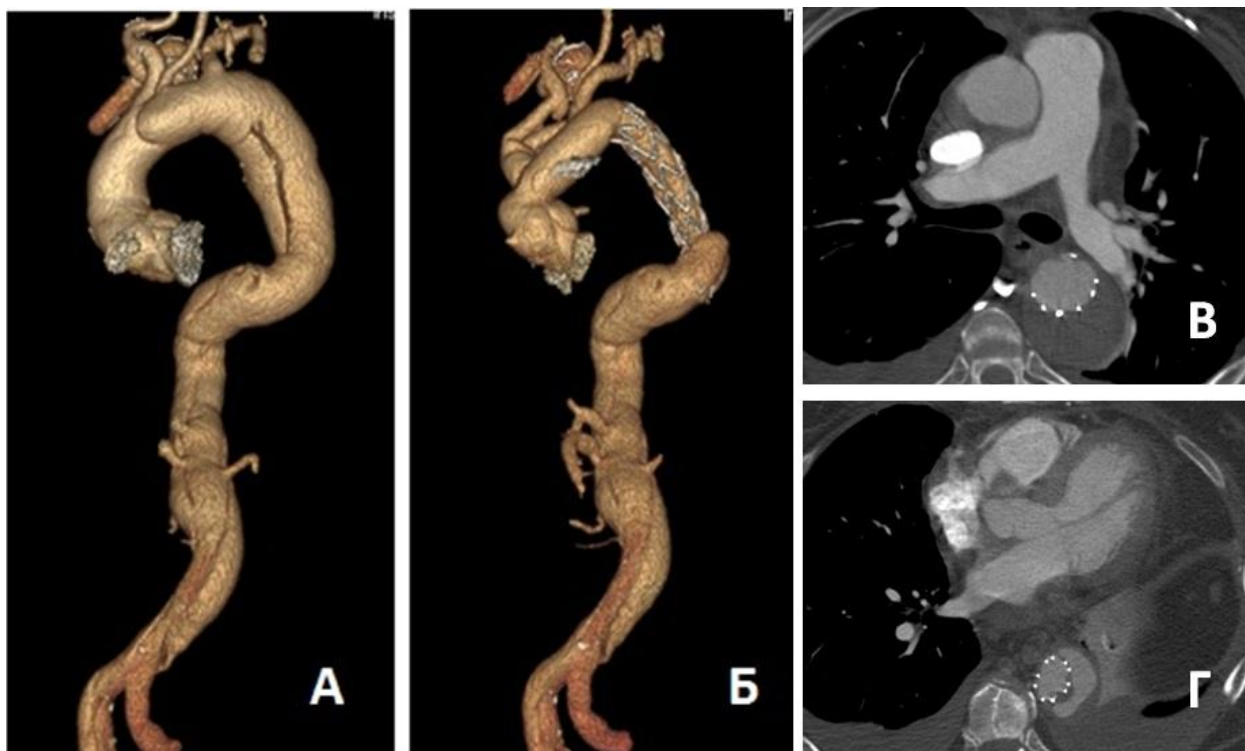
МСКТ-аортография пациентки К. Расслоение грудной аорты тип В по Стэнфордской классификации с ретроградным расслоением;
